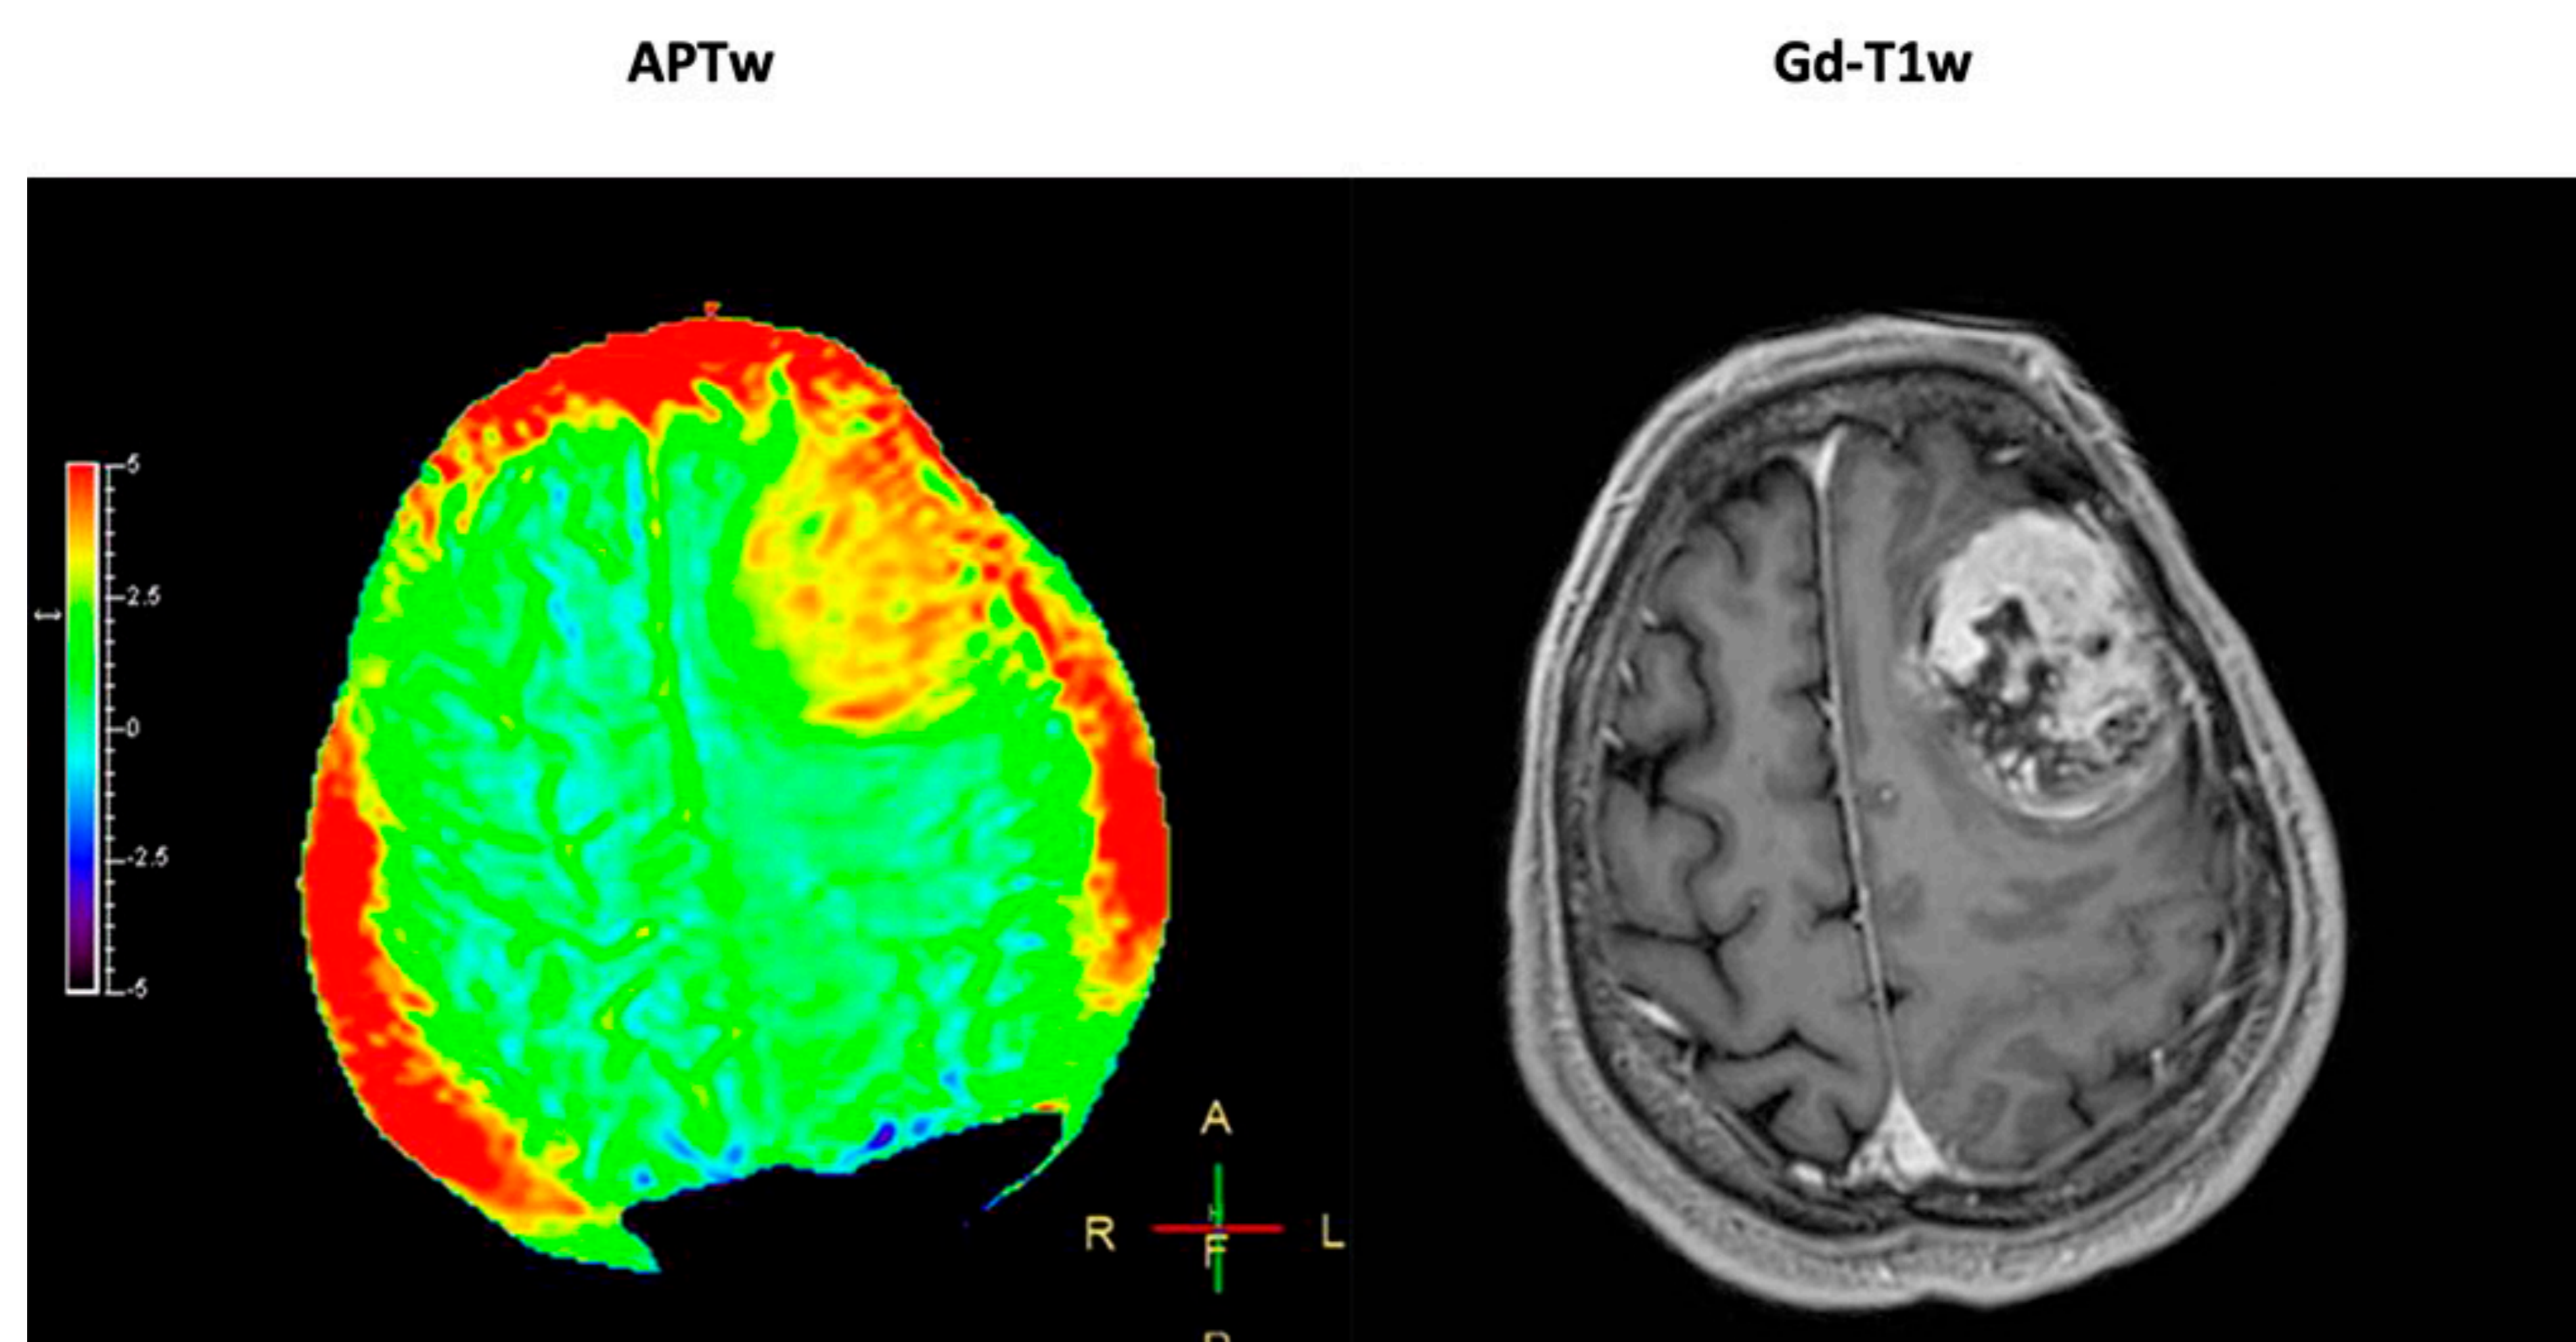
RM craneal de un paciente con sarcoma de alto grado de extremidad inferior, que muestra una lesión compatible con metástasis, hiperintensa en secuencia APT.
